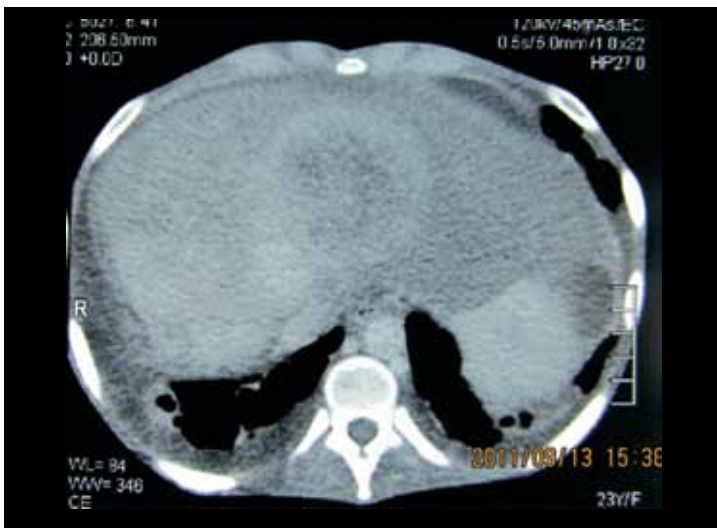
TAC control donde se evidencia disminución de la imagen hipodensa y del líquido ascítico.
